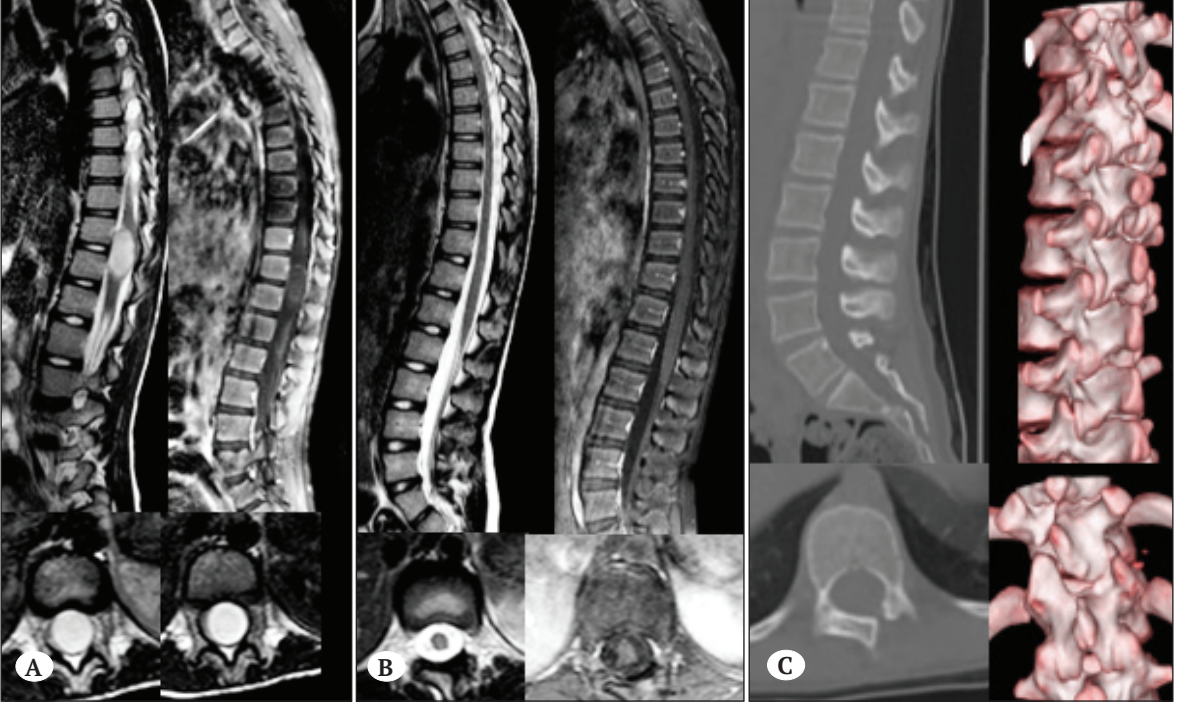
A) 37 yaşında erkek hasta C7-T3 intradural intramedüller (patoloji: grade II endimoma) kitleye ait MRG görüntüleri. B,C) Unilateral yaklaşımla total tümör rezeksiyonu yapıldı. Hastanın postoperatif BT ve MRG görüntüleri.
